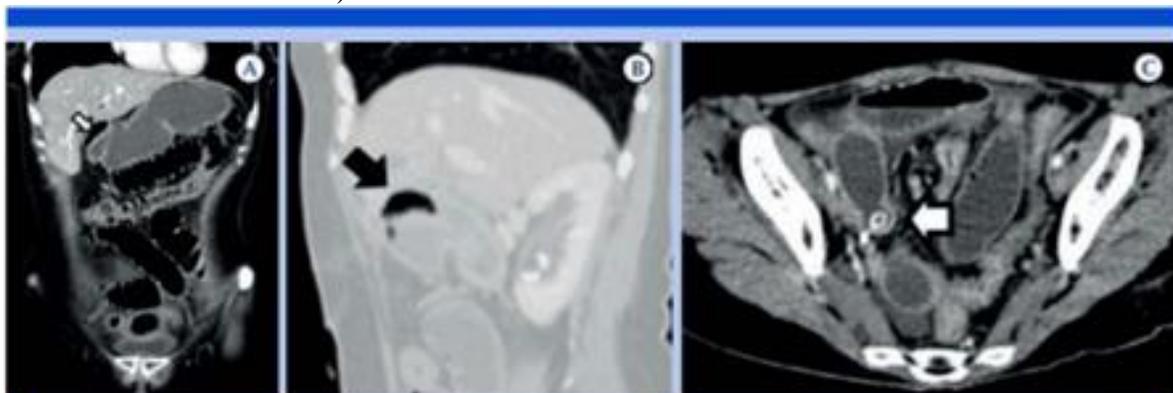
A-C) Masculino de 45 años, con síndrome doloroso abdominal agudo secundario a obstrucción intestinal; selección de imagen axial, reconstrucción sagital y coronal multiplanos de tomografía con contraste intravenoso con ventanas para evaluar el contenido abdominal y pulmonar en búsqueda específica de aire libre intraabdominal, donde se corrobora distensión hidroaérea de las asas del colon y del intestino delgado, líquido libre intraabdominal en el hueco pélvico y aire libre en topografía del espacio subhepático anterior así como lito biliar ectópico en el íleon distal (triada de Riggler).
